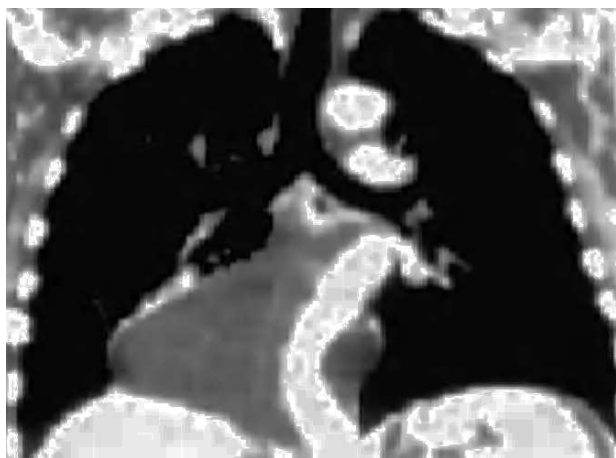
Reconstrucción multiplanar coronal de tomografía computarizada que muestra una masa de densidad grasa heterogénea en el ángulo cardiofrénico derecho que rodea el esófago y la aorta y alcanza el hemitórax contralateral.
